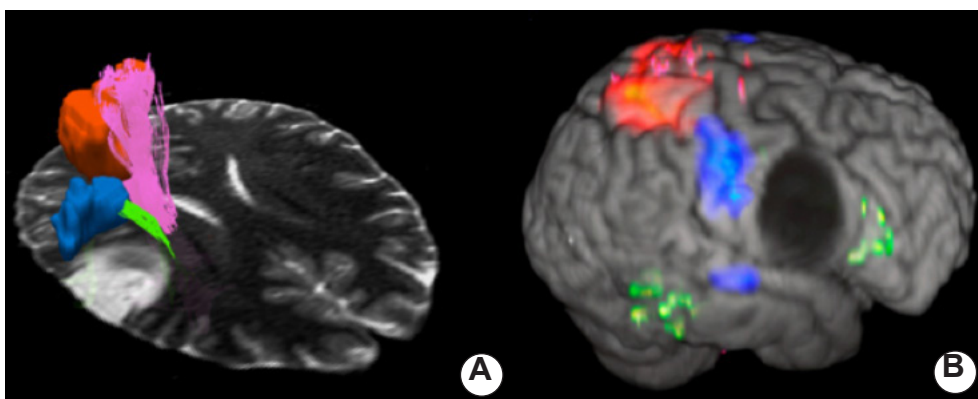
Se observa la fusión de las imágenes funcional, estructural y anatómica: A. Activación de las áreas de lenguaje y motora de la mano izquierda (azul y rojo, respectivamente), están desplegadas en la misma RM en T2 como el tracto córticoespinal derecho (rosa) y el fascículo arcuato (verde), mediante la integración de toda la información disponible y B. Una reconstrucción volumétrica de la DTI y la RMf en una ponderación T1.
